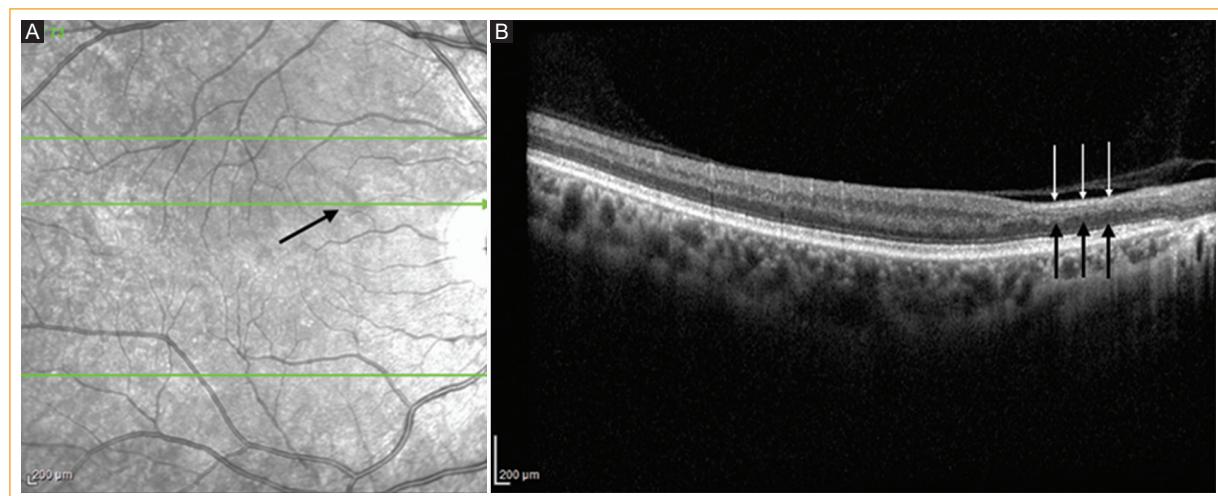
A: imagen infrarroja del área macular. Nótese una zona oscura paracentral superior en el sitio de la lesión (flecha). B: corte de tomografía de coherencia óptica en el sitio de la lesión identificada. Se observa un adelgazamiento retiniano con pérdida de la capa nuclear interna (flechas).
